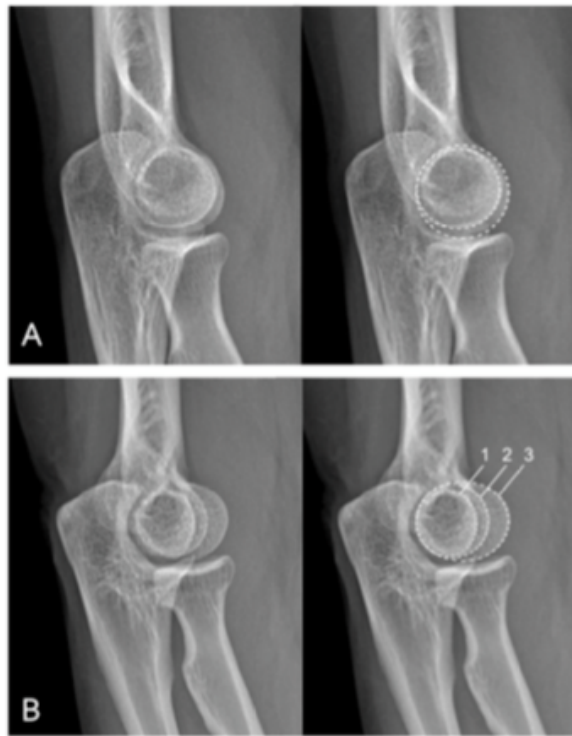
Radiographie en vue latérale du coude. (A) Vue latérale acceptable (superposition de la trochlée et du capitulum. (B) Vue latérale rejetée (le sillon trochléaire est facilement discernable (2))
